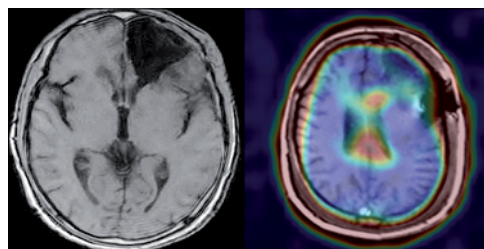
IRM de cráneo ponderado T1 y SPECT cerebral con MIBI. Post-operatorio.
